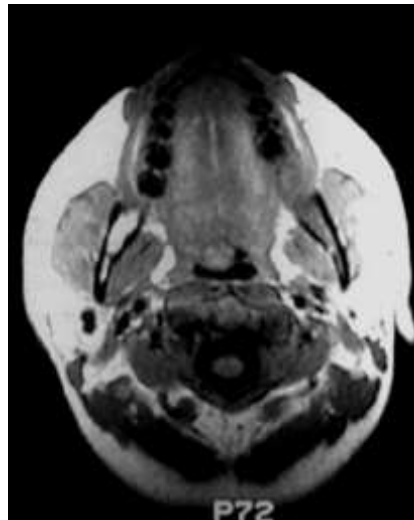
Ressonância magnética revelando partes moles
